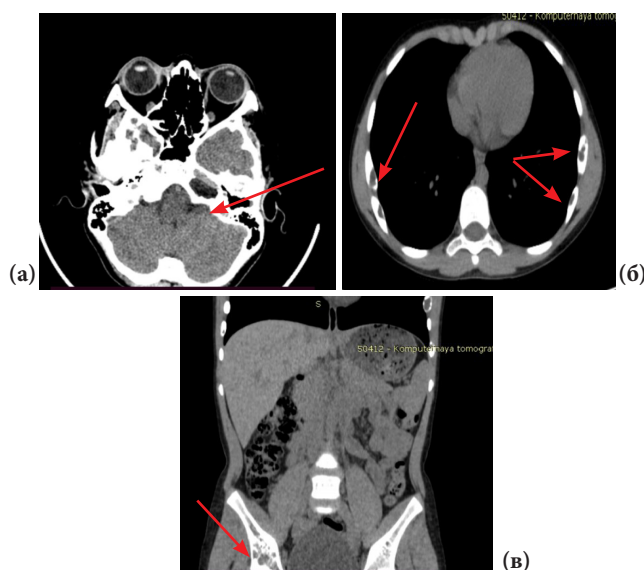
СКТ ребенка П.12 лет лицевого отдела черепа (а), брюшной полости (б), правой подвздошной кости (в)
